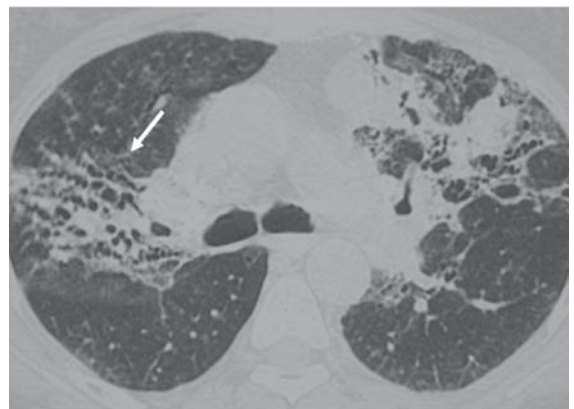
Beriliose. Tomografia computadorizada de alta resolução demonstrando sinais de fibrose nos lobos superiores, com bronquiectasias de tração e consolidações
